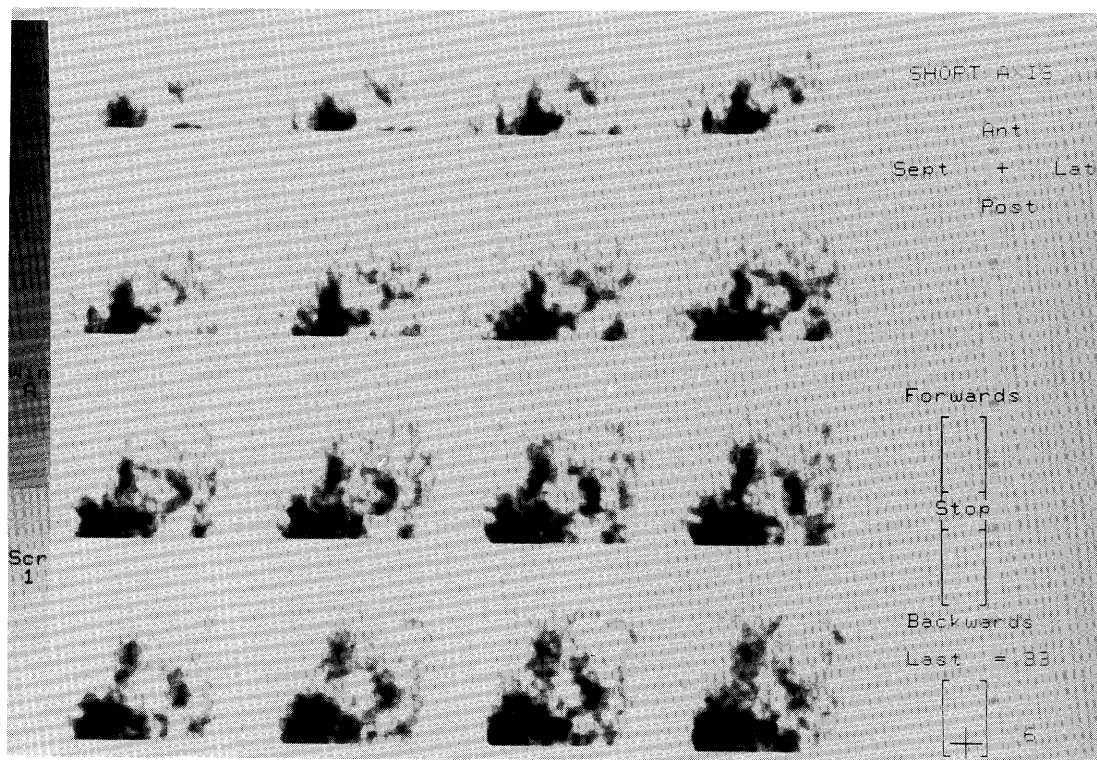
Coronal section images on SPECT.
